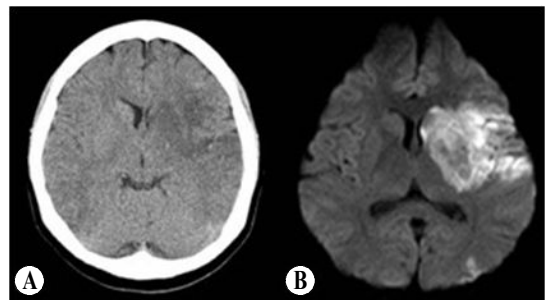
(A) Brain CT shows low attenuated lesions and edema in the left middle cerebral artery territory. (B) Brain MRI diffusion weighted imaging shows a typical left middle cerebral artery territory infarction involving the left striatocapsule, inferior frontal lobe, inferior and middle temporal lobe, and middle occipital lobe.
